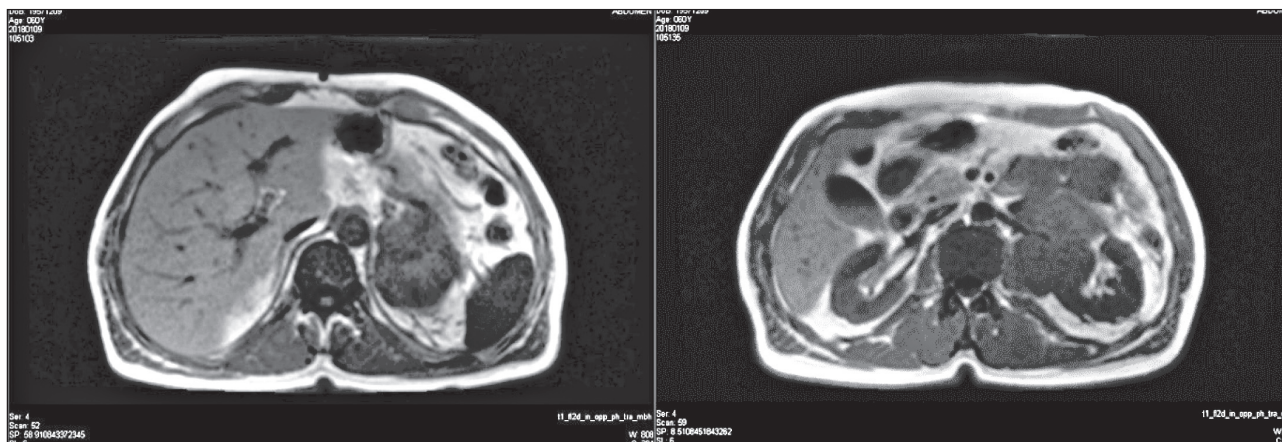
Данные предоперационной компьютерной томографии.
